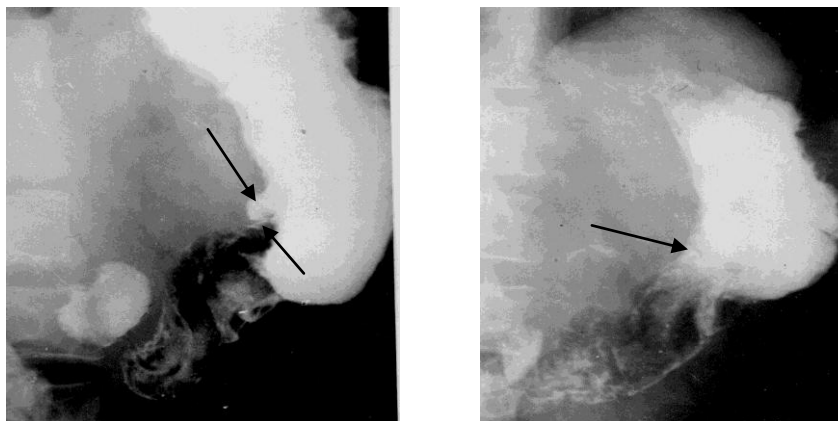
На представленных рентгенограммах, язва малой кривизны желудка до начала лечения (слева) и после проведения лазерной терапии (справа).
